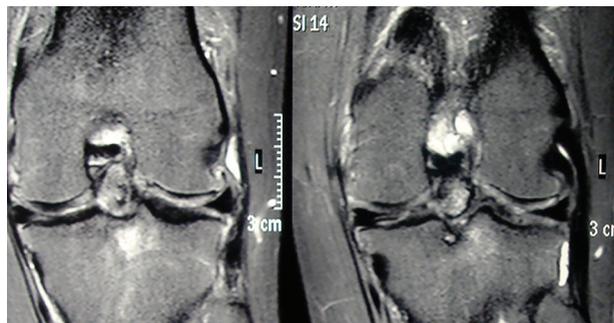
Cortes Coroneles Resonancia T2. Foco pseudoartrosico de espina tibial. Cambio de señal del LCA que sugiere lesión estructural del mismo.
